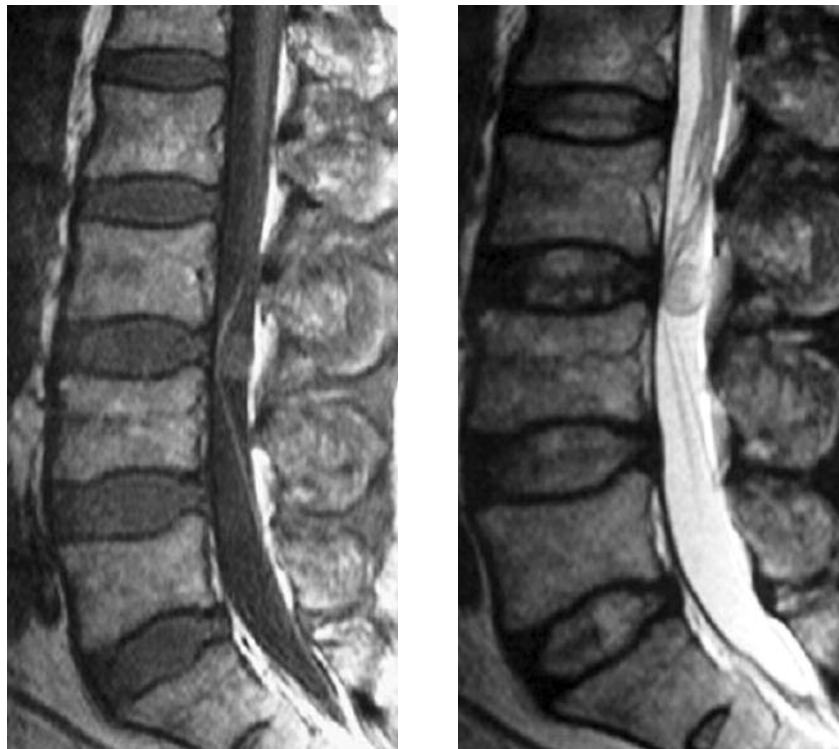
T1-weighted sagittal image demonstrating a 1 cm sized hypo-signal intensity intradural extramedullary mass at the level of third and fourth lumbar vertebra (a), T2-weighted sagittal image demonstrating a high signal intensity mass (b). (Case-1)
